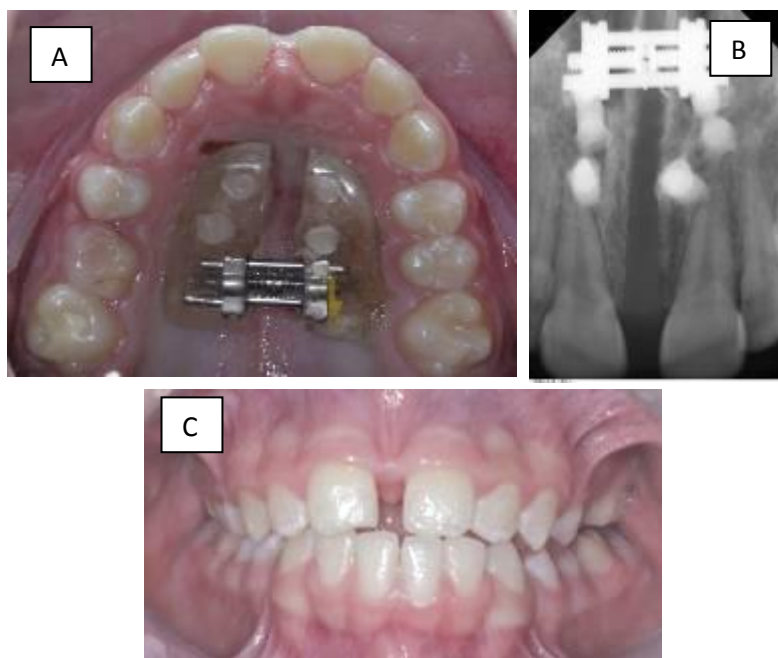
A. Occlusal view of the 14-day follow-up. B. 14-day periapical radiography. C. Frontal view.
